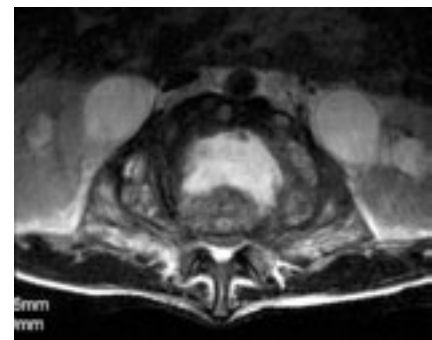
Resonancia magnética de columna, axial T1 FAT SAT y gadolinio.
